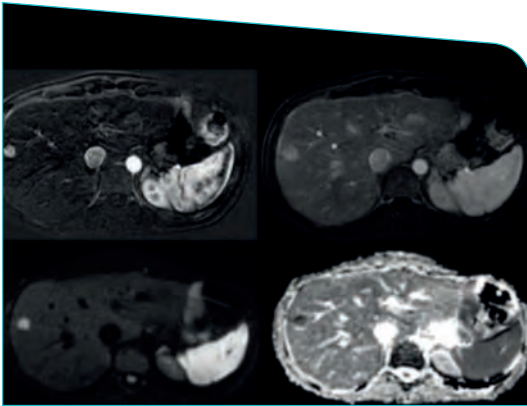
Cortes en plano axial de RM hepática en fases arterial (a), venosa portal (b), secuencia de difusión (c) y mapa de ADC (d). Se identifica una lesión focal hipervascularizada con restricción en el estudio de difusión compatible con metástasis. Fuente: elaboración propia, Hospital 12 de Octubre
